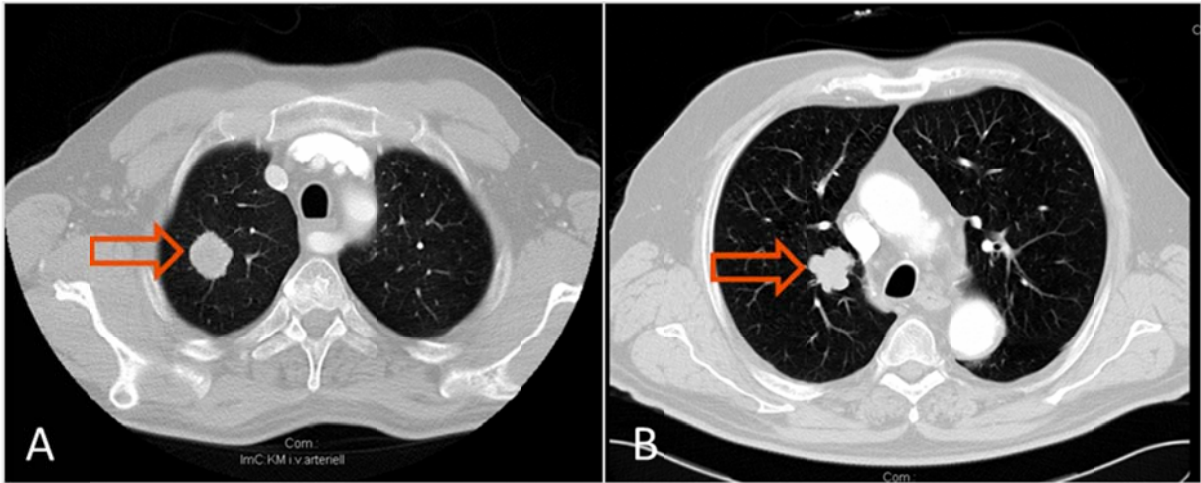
A) CTA eines 73-jährigen männlichen Patienten mit abdominellem Aortenaneurysma und Iliakalaneurysma. Nebenfundlich zeigt sich ein zentrales Bronchialkarzinom rechts mit ausgedehnter mediastinaler Metastasierung und hochgradiger Komprimierung der Vena cava superior mit Umgehungskreisläufen; B) CTA eines 82-jährigen männlichen Patienten mit infrarenalem Aortenaneurysma. Nebenfundlich zeigt sich ein Lungenrundherd, der sich im Verlauf als nicht progredient darstellt.
